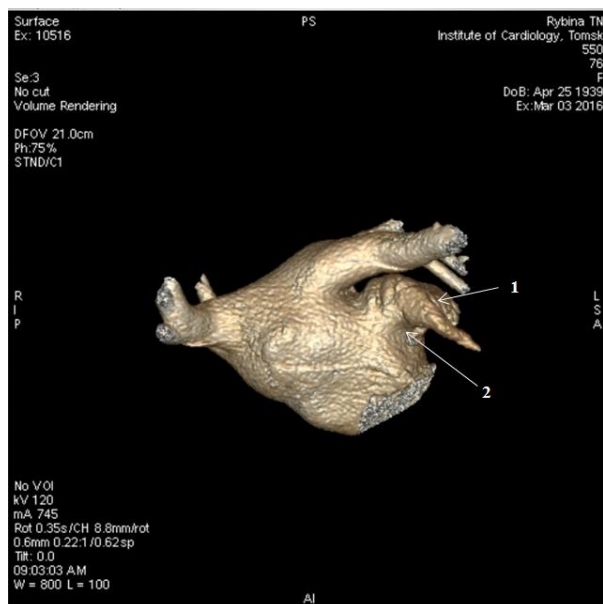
Компьютерная томограмма левого предсердия до окклюзии ушка. 1 – ушко левого предсердия, 2 – основание ушка левого предсердия.
